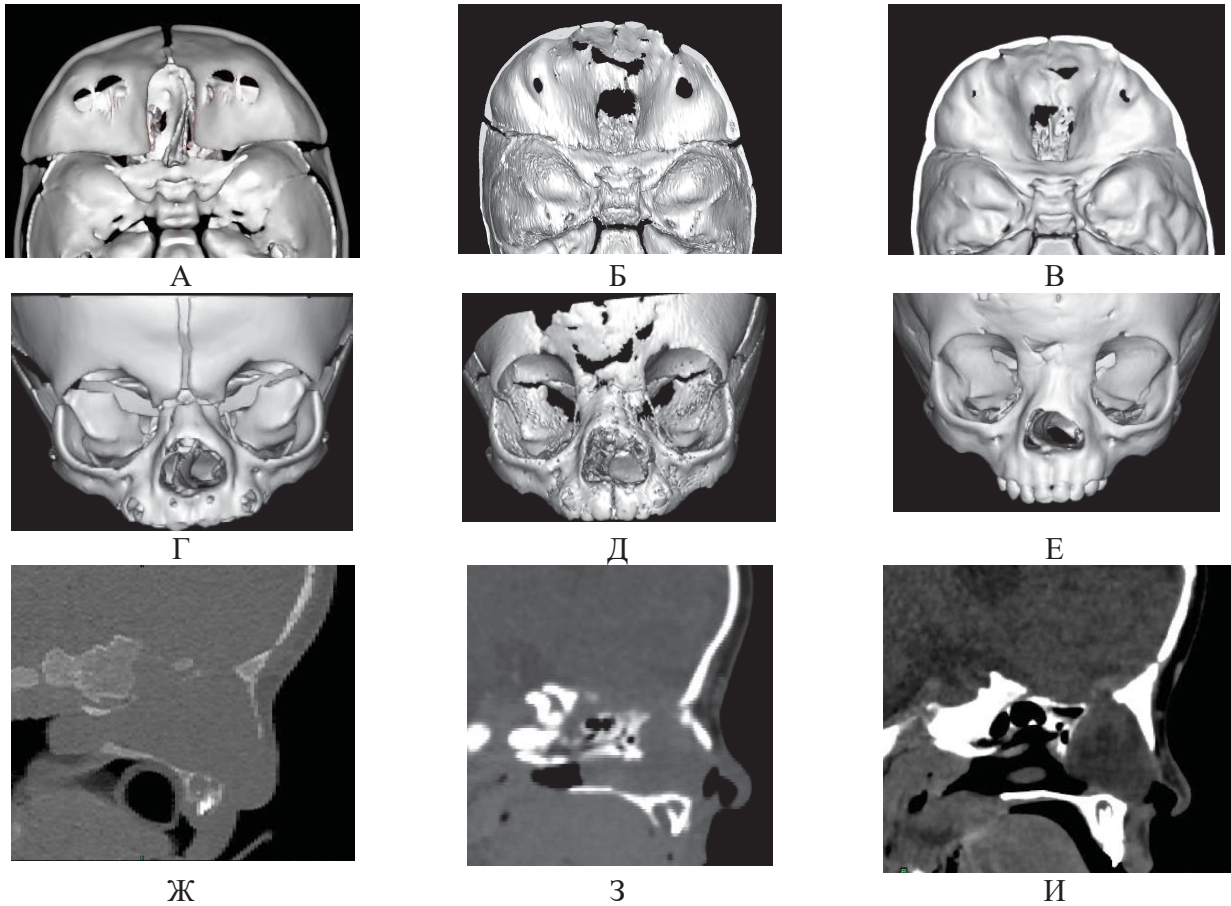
А-Е -3D КТ-реконструкция; Ж-И - КТ головного мозга: А,Г,Ж - КТ при рождении, – трансэтмоидальное менингоцеле слева, дефект решетчатой пластинки; Б, Д, З - КТ в динамике после нейрохирургической операции – послеоперационные изменения, трансэтмоидальное менингоцеле слева; В,Е,И – КТ в динамике после двух эндоскопических эндоназальных операций - дефект решетчатой пластинки, трансэтмоидальное менингоцеле слева, остаточная деформация лобно-орбитального комплекса
